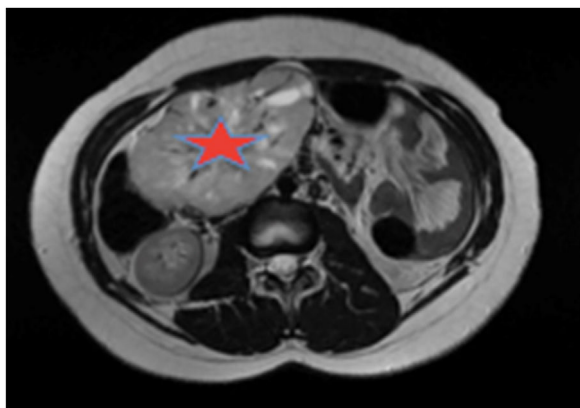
Estudio de localización: RMN abdominal. TAC T-A con contraste que evidencia gran masa de origen retroperitoneal, de 11 x 8 x 7 cm, compatible con paraganglioma paraórtico derecho. La lesión está altamente vascularizada, con vasos arteriales y venosos de gran calibre en su interior.
